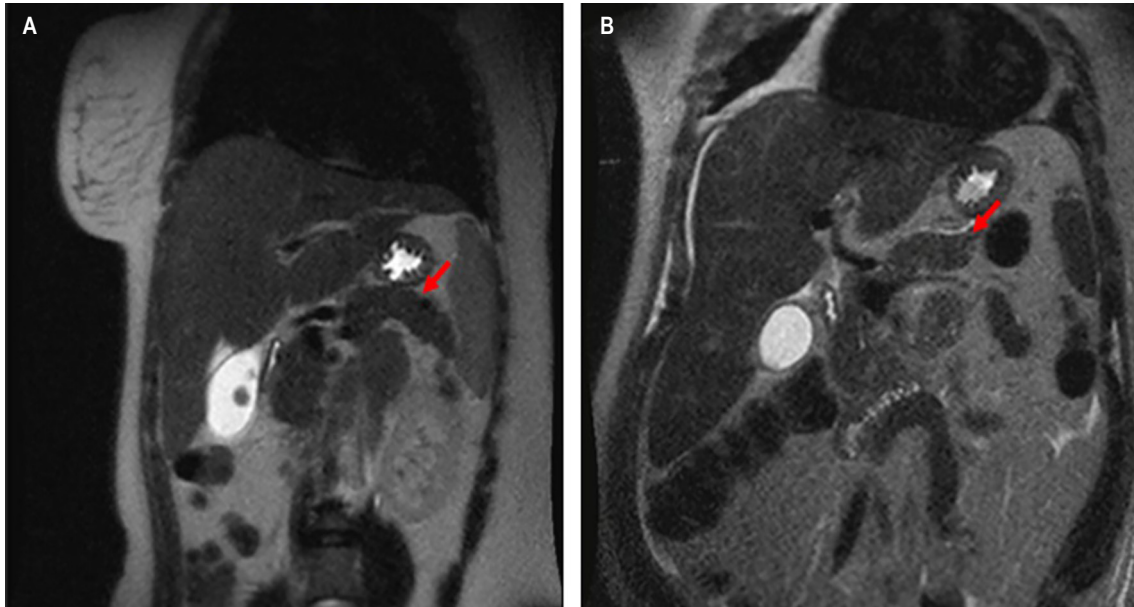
Examen de CPRE del caso clínico. A. Corte coronal en secuencia T2 de colangiorresonancia con visualización de anatomía pancreática normal (flecha). B. Corte transversal en secuencia T2 de colangiorresonancia del paciente con evidencia de agenesia de cola de páncreas (flecha). Imágenes propiedad de los autores.
